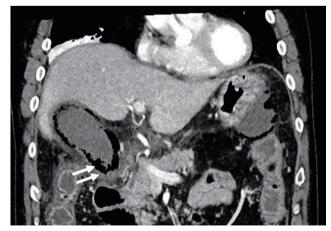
Emphysematous cholecystitis. Coronal contrast-enhanced computed tomography shows abnormal gas is apparent in the right upper quardrant. Gas is evident within the gallbladder wall (arrows).
